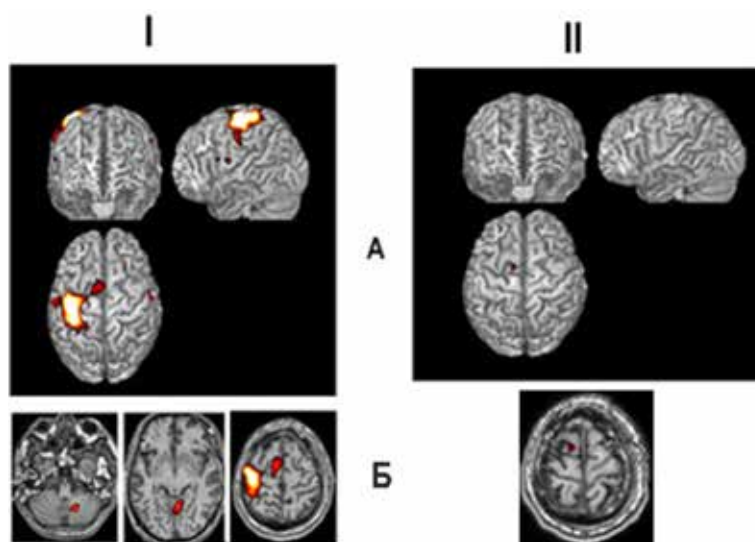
Данные функциональной магнитно-резонансной томографии при двигательных тестах пациента Б. с аспонтанностью поведения после черепно-мозговой травмы.
